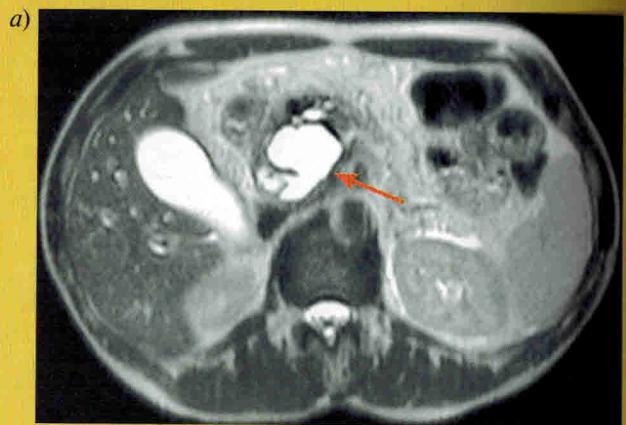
Цистаденома поджелудочной железы. МРТ.
